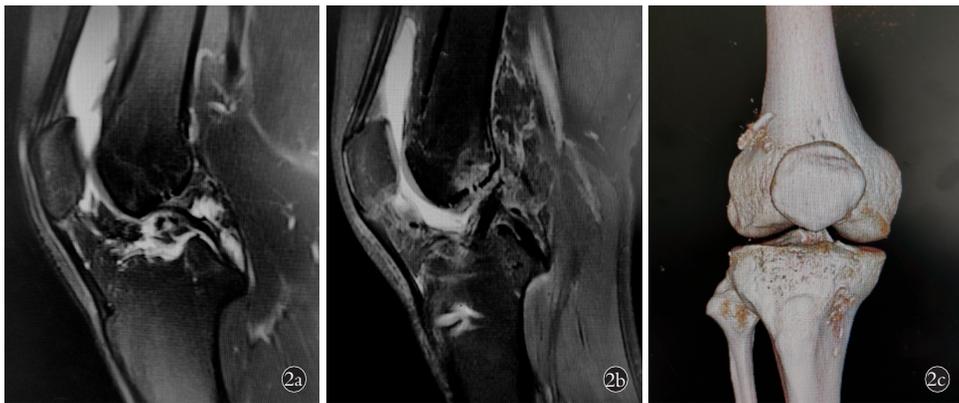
患者,男,26 岁,因训练(蛇形跑)致右膝关节 ACL 损伤,行韧带增强重建术 2a. 术前 MRI 示 ACL 撕裂 2b. 术后 2 周复查 MRI 见移植物信号良好 2c. 术后 2 周三维重建见股骨侧双钢钉及胫骨隧道位置满意
